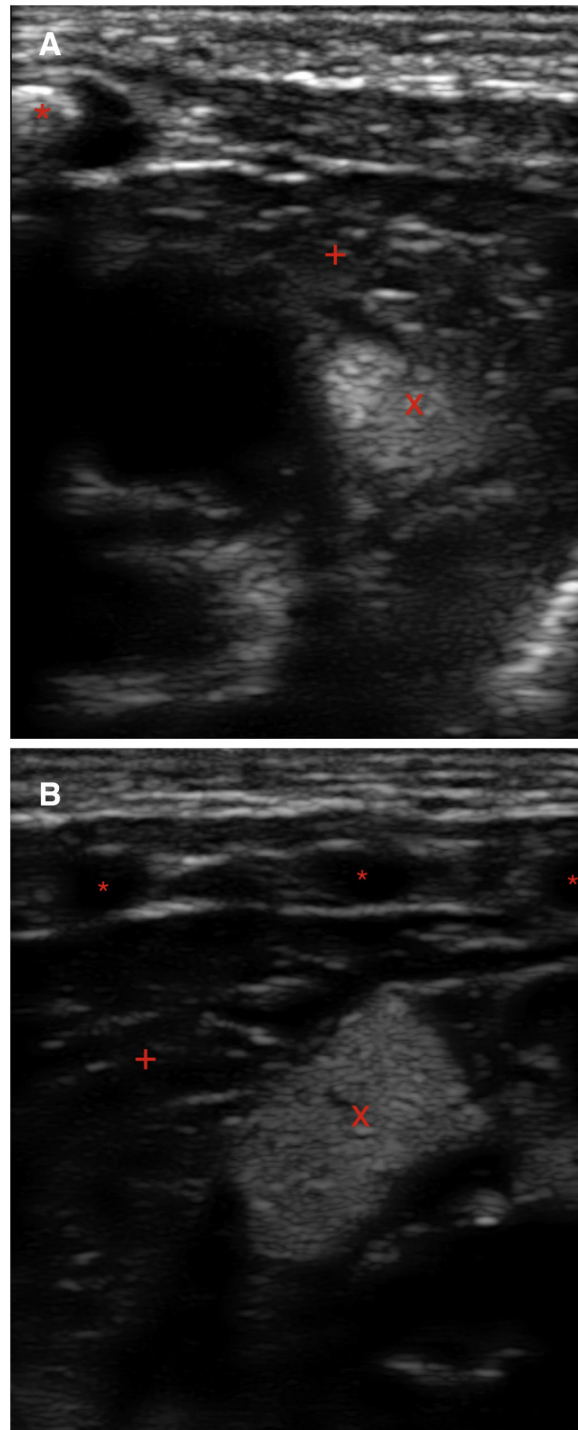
Ecografía torácica a pie de cama. Sonda lineal. A) Plano transversal en la línea intermamilar. Se observa el esternón (*) y los tumores (túbers) incluidos en el miocardio (homogéneos, hiperecogénicos, x). Contrasta su aspecto con la menor ecogenicidad del miocardio (+). B) Plano longitudinal izquierdo: arco anterior de las costillas (*), túbers (x), mediastino (+).
